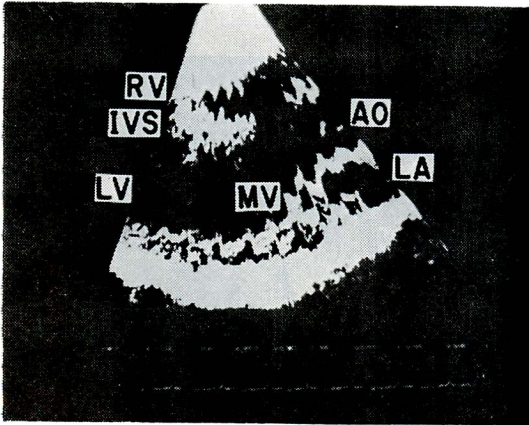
Ultrasono-cardiotomography in case 1.
